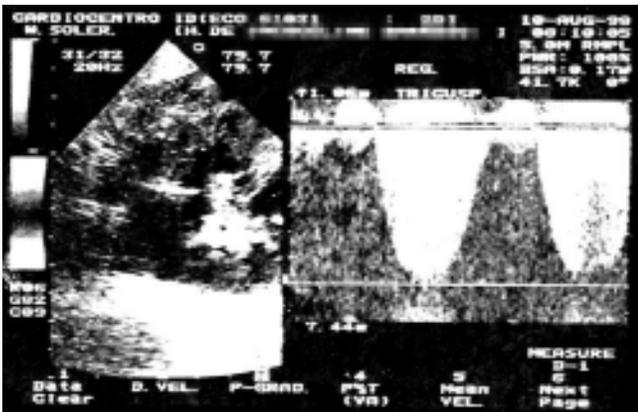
Doppler de onda continua.
